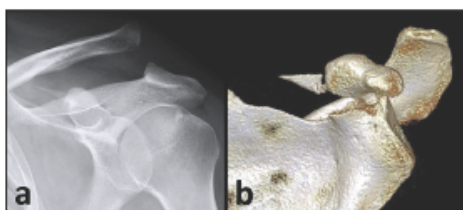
A simple fracture of the scapula (coracoid fracture) associated with AC dislocation (Radiograph a) and 3D CT reconstruction b).
